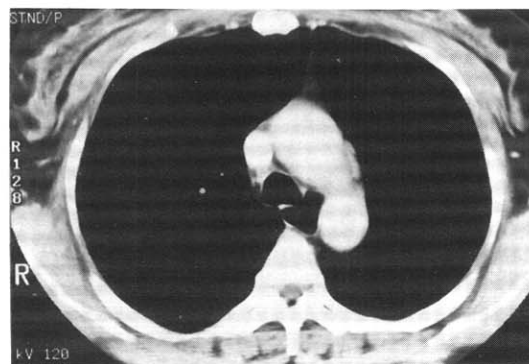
Chest CT showed the fistula between left main bronchus and mid esophagus.
